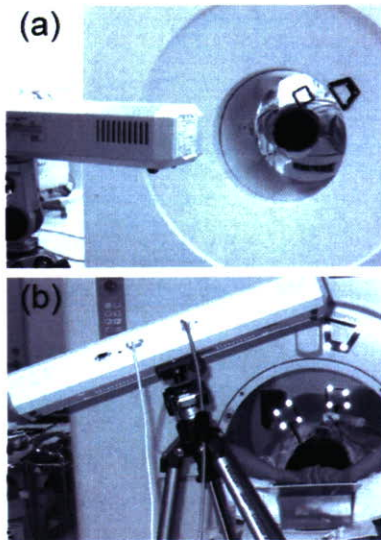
PET studies with an optical motion tracking system for (a) neuroimaging, (b) cardiac imaging.
